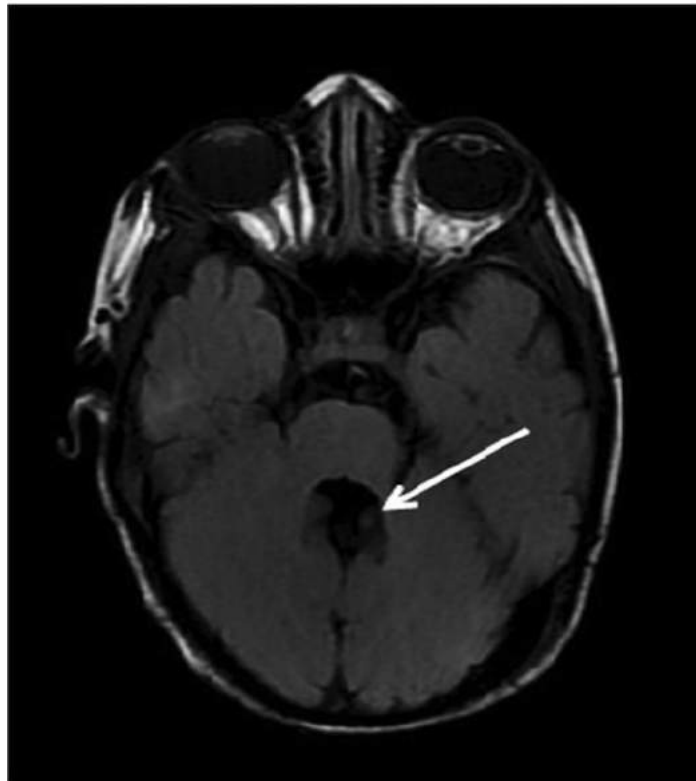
IRM séquence FLAIR au niveau du 4^{ème} ventricule montrant le « bat wing sign » (flèche blanche)
